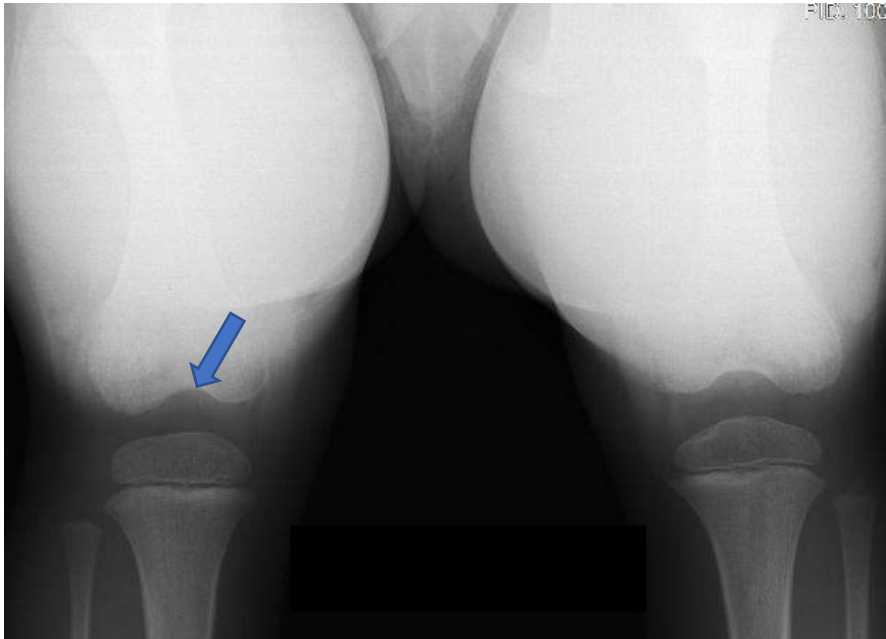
Фото рентгенограми обох КС у проекції тунеля пацієнта Б., 3 роки (Додаток Ж №40, історія хвороби №100115). Стрілкою позначено ознаки недорозвинення МЯСК
